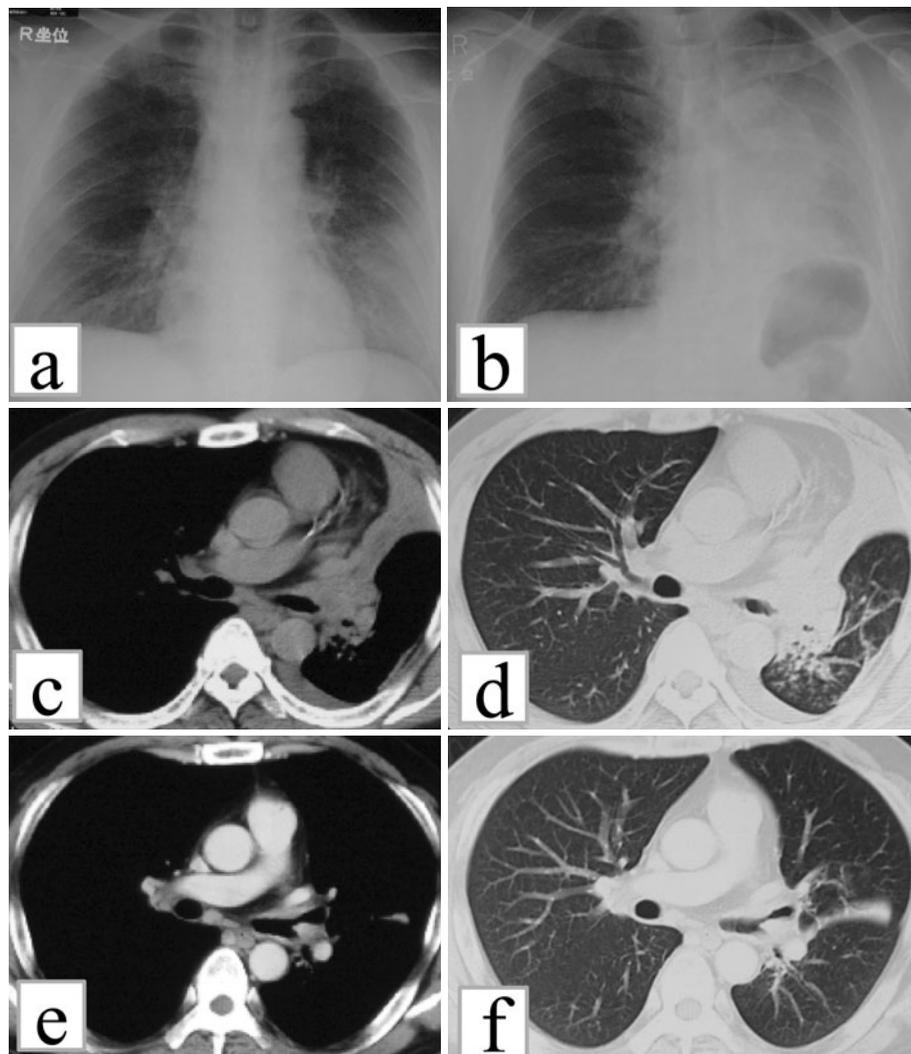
(a) Chest X-ray four months before admission showing consolidation in the left lower lung field. (b) Chest X-ray on admission showing consolidation in the left middle and lower lung fields. This is the same lesion as in (a). (c, d) Chest nonenhanced CT scan of the chest on admission showing obstruction of the left upper and lower lobe bronchi and left slight pleural effusion. (e, f) Chest contrast-enhanced CT showing bronchial lesions. Lymphadenopathy is not apparent.
